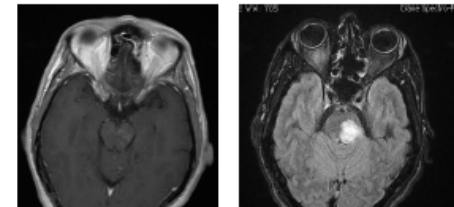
Focal slightly enhancing lesion on MRI in a 51 year old man; Diagnosis of tuberculosis on systemic biopsy
